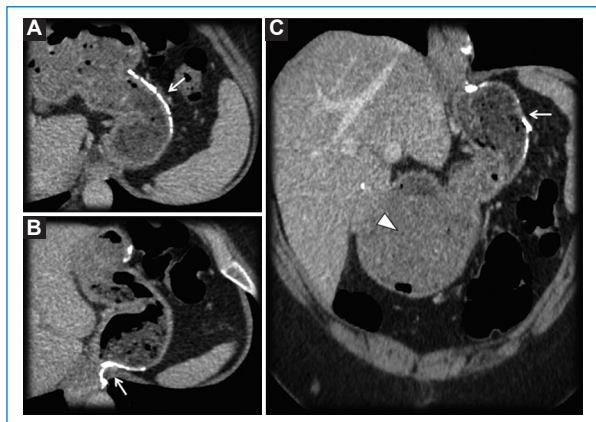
Paciente de sexo femenino, de 38 años. Antecedente de obesidad mórbida refractaria a tratamiento médico. Técnica de manga gástrica. TC en fase venosa. MPR axiales oblicuos. A y B: MPR coronal. A, B y C: estómago disminuido de tamaño, de morfología tubular, con presencia de clips quirúrgicos en el remanente de la curvatura mayor (flecha). C: segmento antropilórico (punta de flecha).
